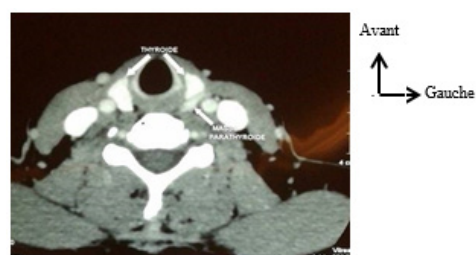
TDM cervicale en coupe transversale passant par C3 montrant un AP supérieur gauche
